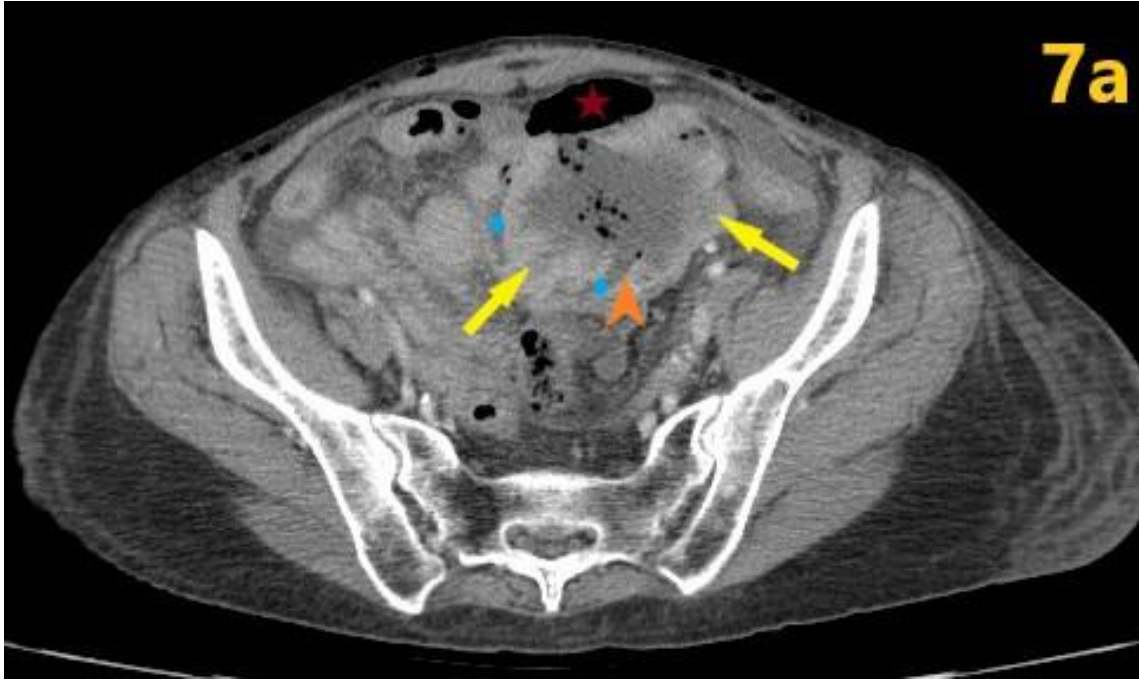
TC abdominopélvico con contraste iv. Masa con centro necrótico (flechas) sobre un asa de íleon. La necrosis, con presencia burbujas aéreas, comunica la luz intestinal (rombos y cabeza de flecha) con una cámara de neumoperitoneo (estrella). Figura 7b. Rx de tórax (PA) con masa perihiliar izquierda cavitada. La lesión ileal resultó ser un implante de una neoplasia pulmonar.
